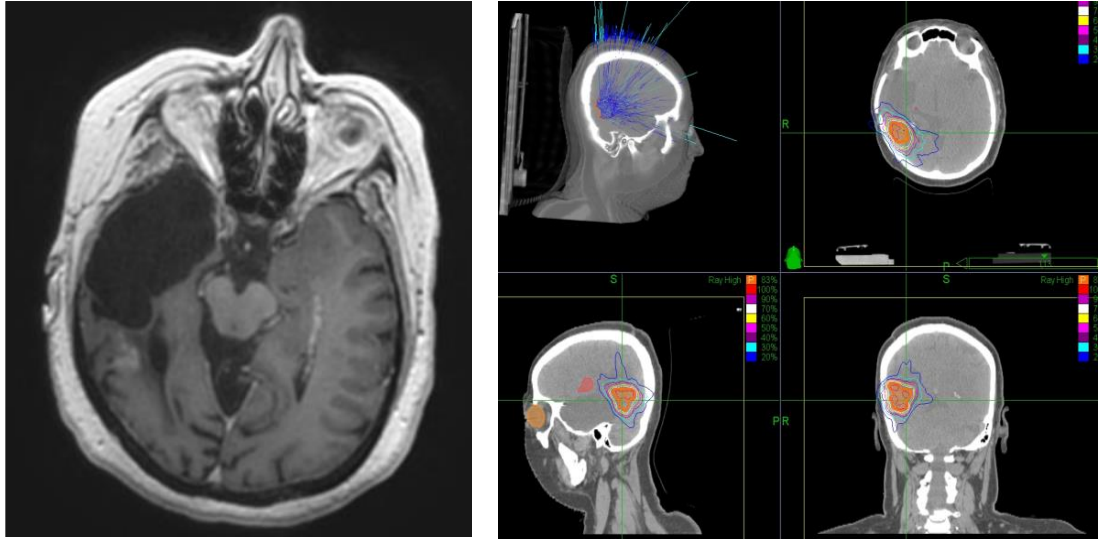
Reirradiasyon sonrası 6. ay MRG görüntüleri
